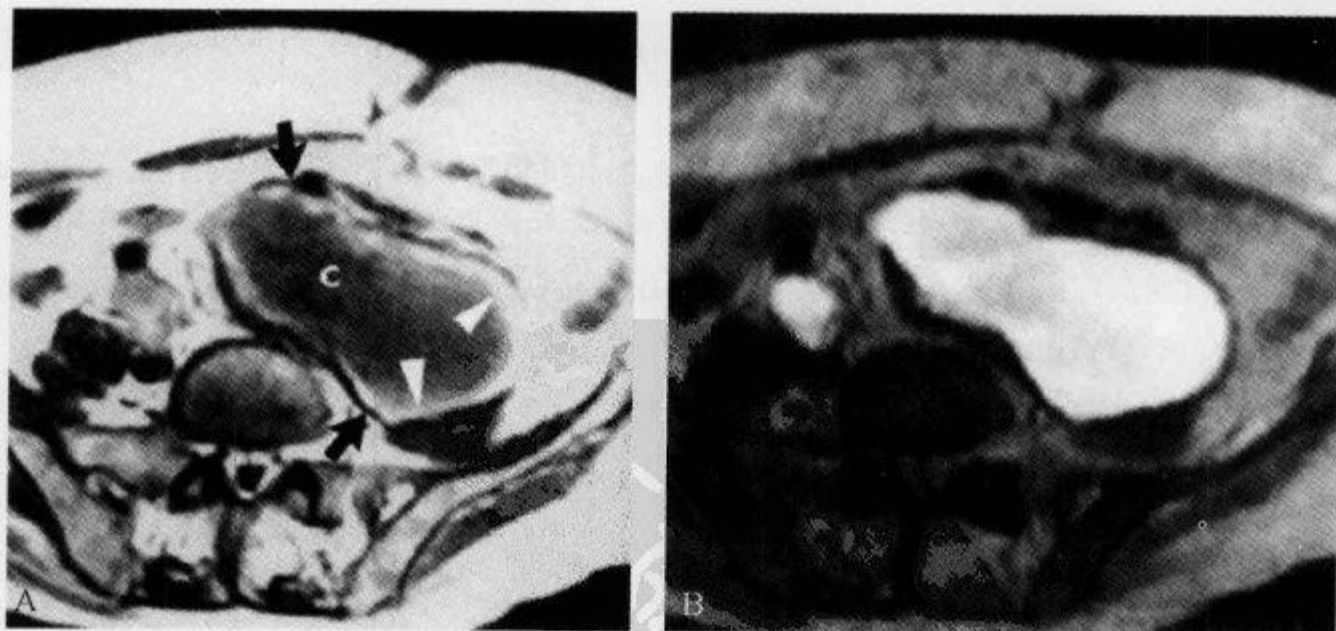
盆腔慢性期血肿, MRI 示“同心环征”
